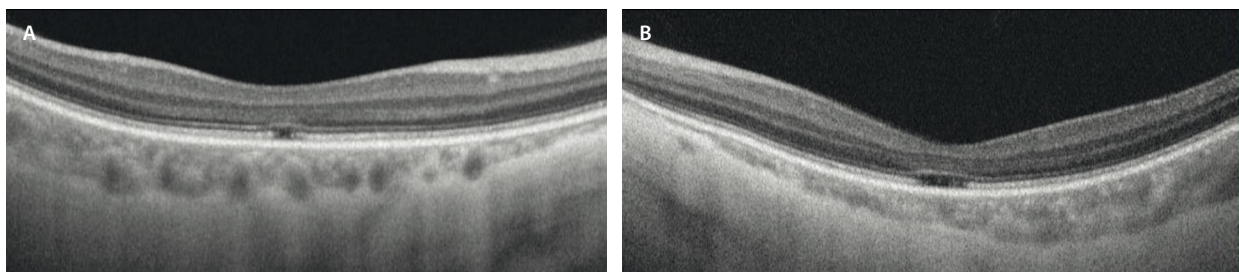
Monocromatismo de conos azules. En la tomografía de coherencia óptica macular de un paciente diagnosticado de monocromatismo de conos azules se observa la pérdida de la zona de los elipsoides e interdigitación del epitelio pigmentario de la retina a nivel foveal (más acusada en el ojo izquierdo, A).
